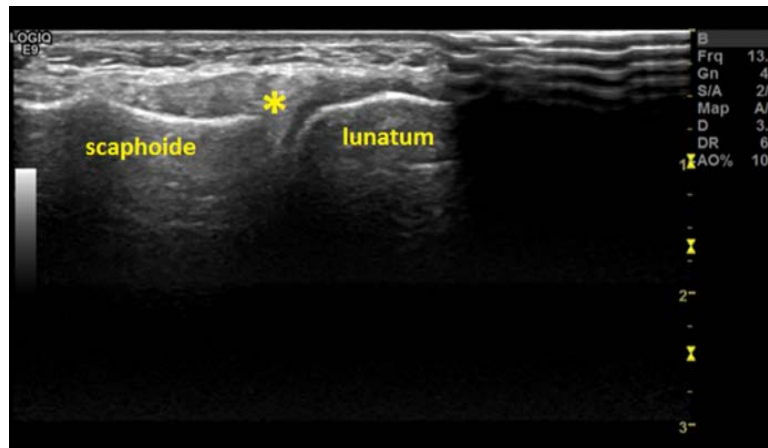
Coupe échographique du ligament scapholunaire(*)
